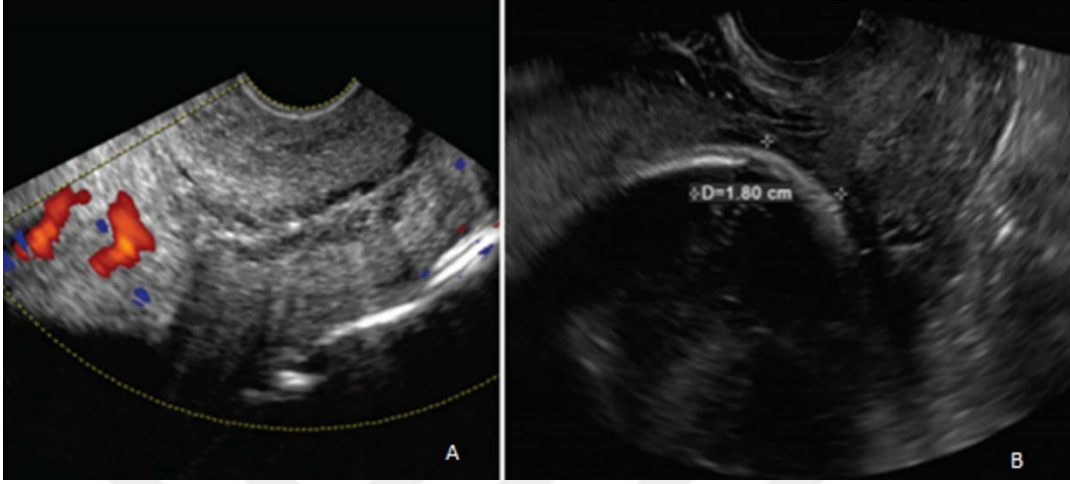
Total PP. A. TA-USG; beyaz oklar plasentayı, siyah oklar serviksi gösteriyor. B. Oklar plasentayı gösteriyor. Plasenta fetal baş ve serviks arasında uzanıyor<sup>8</sup>.
